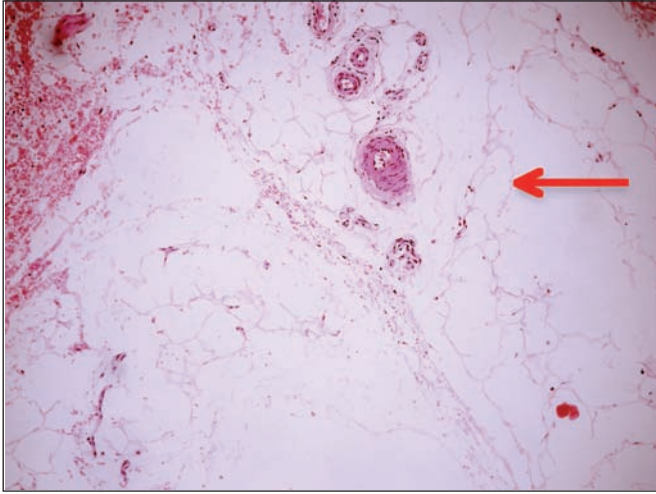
Imagen tomada tras aplicación de ultrasonido VASER® al 70% de potencia durante 30 segundos (izda) (40X, H7E), y tras 15 segundos al 100% de potencia (400X, H7E); llama la atención la marcada diferencia en el grosor de las paredes vasculares en la dermis con solo el incremento de la intensidad. Alto riesgo de trombosis vascular.
